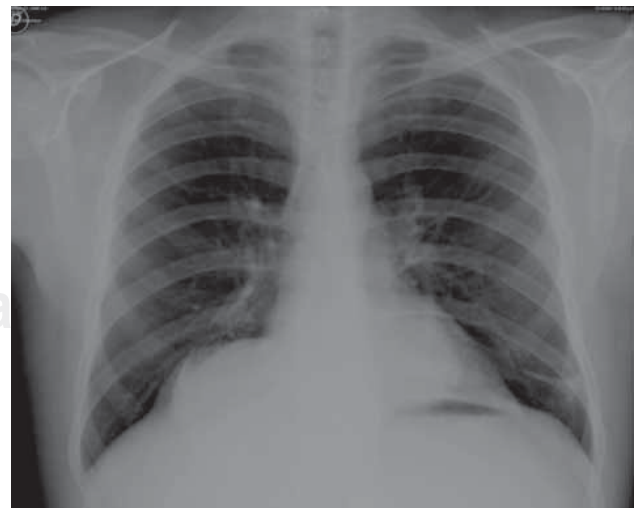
Telerradiografía posteroanterior de tórax al 15<sup>o</sup> día de postoperatorio.
